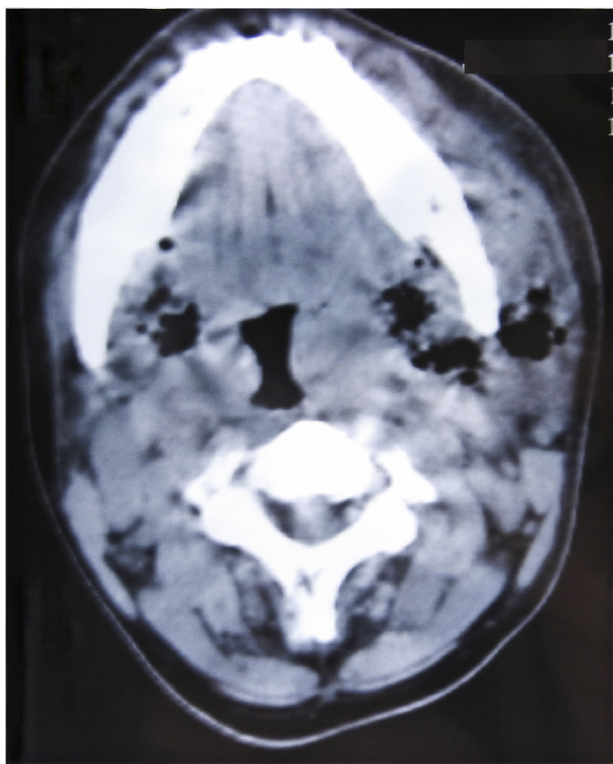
CT-scanning af patient med NSTI med tydelig luftudvikling i bløddelene.
